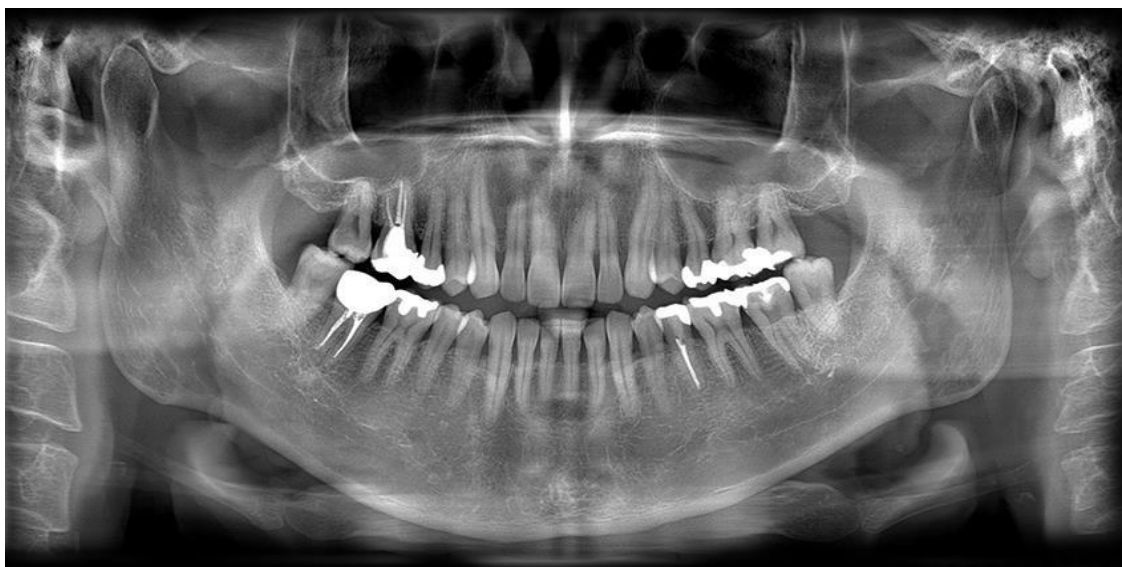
Radiografía panorámica (ortopantomografía). Imagen disponible en: <https://shorturl.at/csDRZ>
